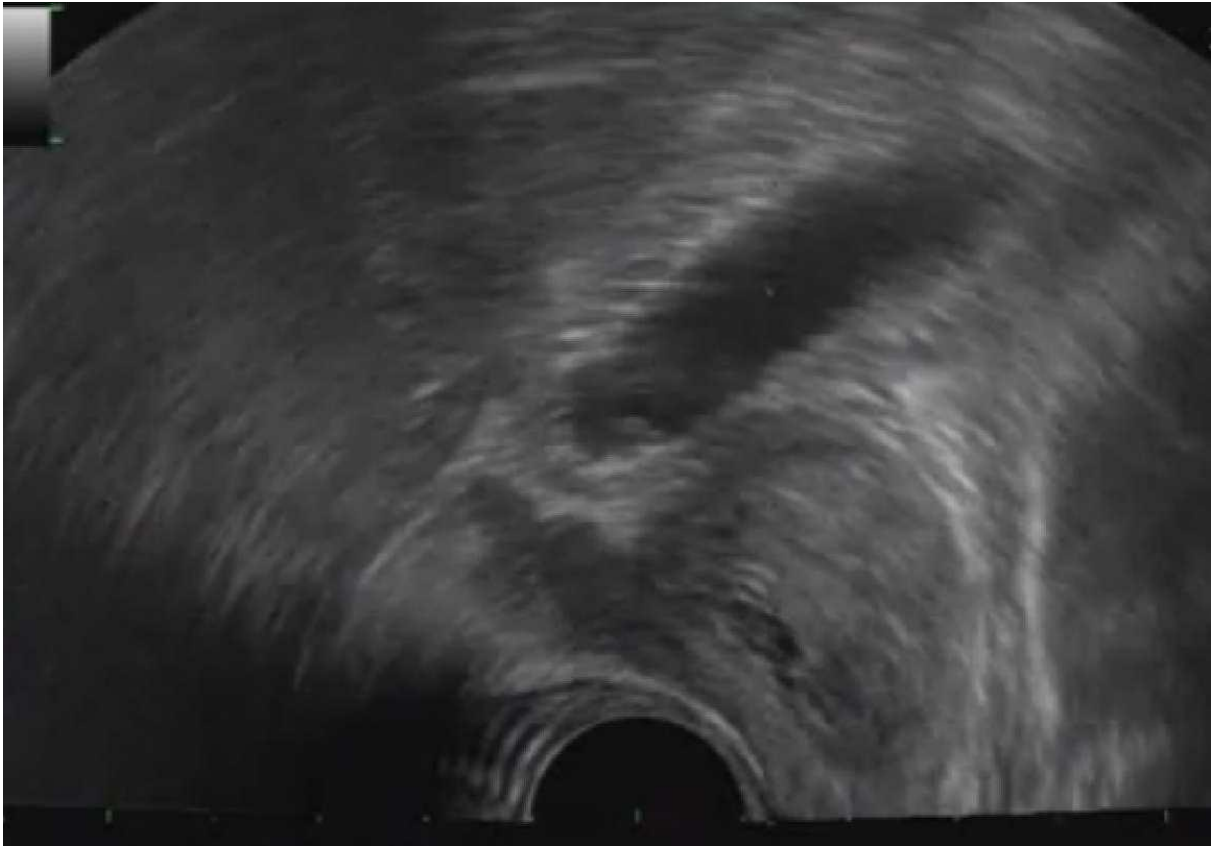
Image échographique montrant la prostate, la vessie et les vésicules séminales.
